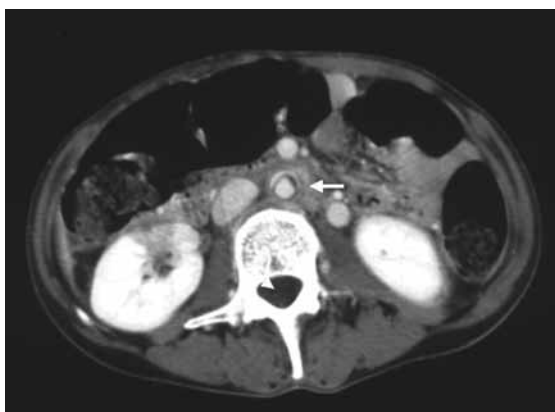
Abdominal computed tomography. Circumferential low density intimal flap like a ring in infrarenal abdominal aorta (arrow).
